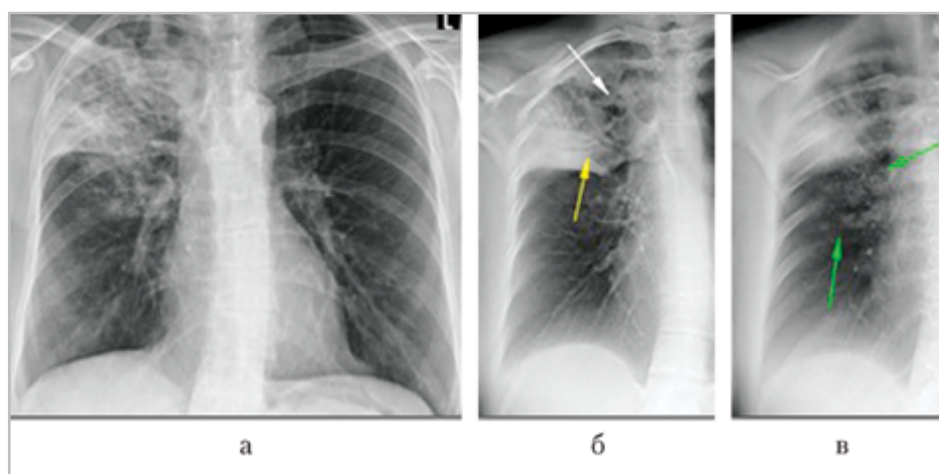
Рентгенограмма в прямой проекции (а) и томограммы во фронтальной плоскости (б, в) органов грудной клетки. Отмечается участок затемнения в верхней доле правого легкого (на томограммах объем поражения больше, чем на рентгенограмме). Определяются симптом «воздушной бронхографии» (желтая стрелка), деструктивные изменения легочной ткани (белая стрелка) и наличие мелкоочаговой ограниченной диссеминации в S6 правого легкого (зеленые стрелки)
